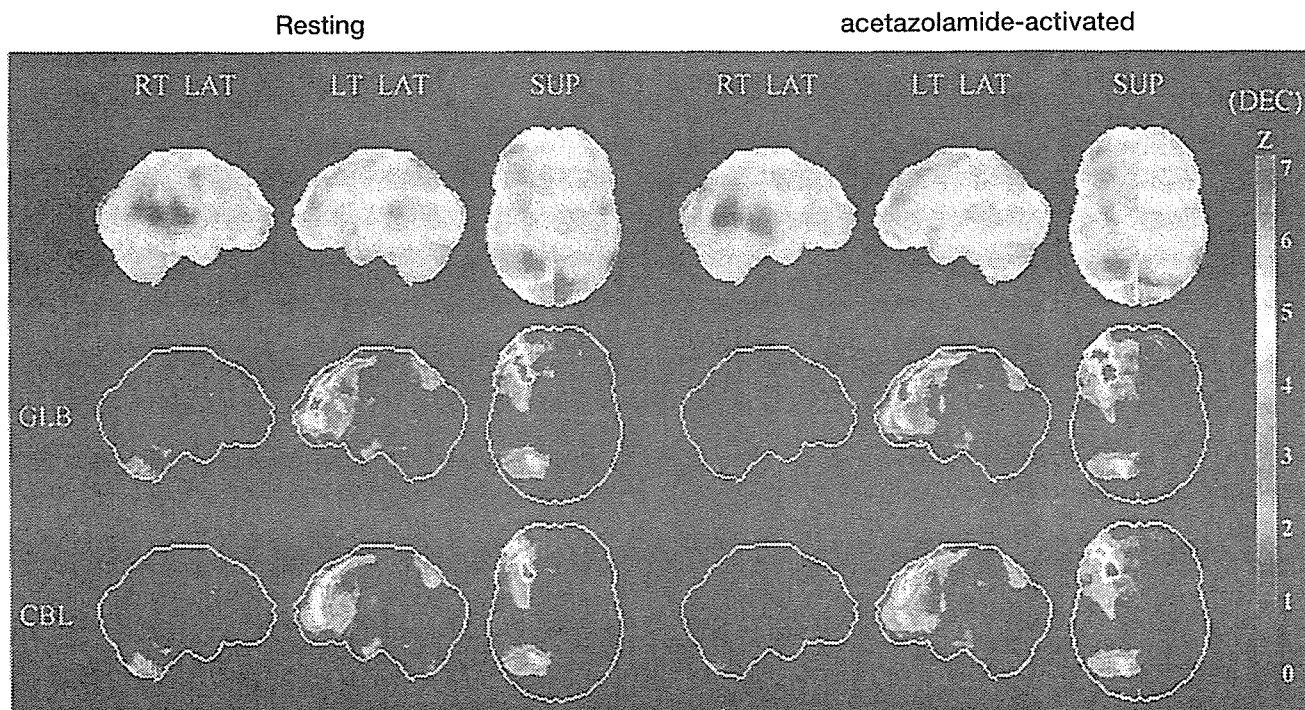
図 4-6 の症例での術後脳血流 SPECT の Z score 画像解析
